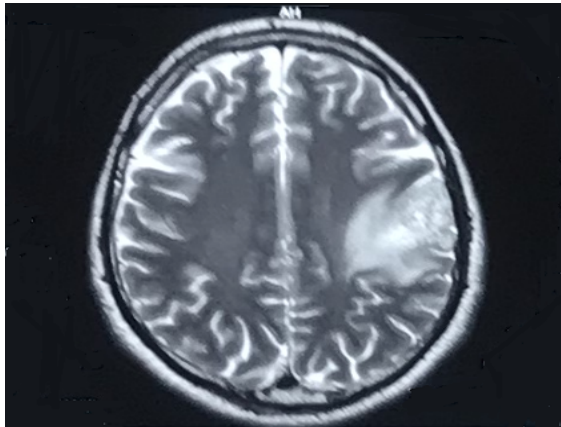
МРТ головного мозга с контрастированием в динамике через месяц после биопсии и крафт удаления опухоли, пациент Н-ин А.А. (И/б №122507-2016)
